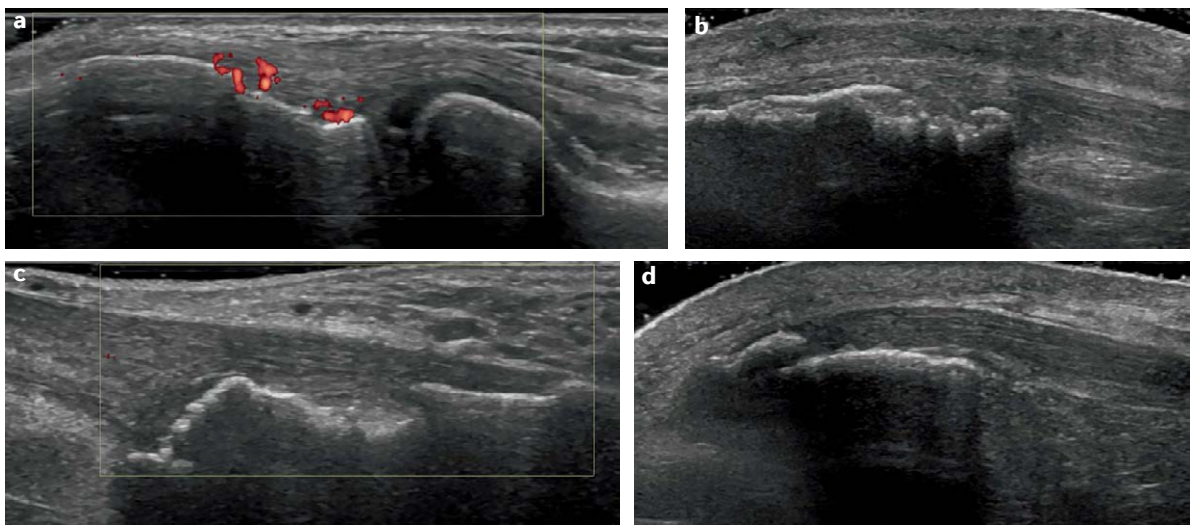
银屑病关节炎的高分辨肌骨超声。 a 一例 22 岁有症状、近期起病 (<12 个月) 银屑病关节炎 (PsA) 女性的肘部图像，在肱骨外上髁多普勒信号显示皮质不规则、低回声、附着点增厚。b 一例有 30 年 PsA 病史的 53 岁男子膝关节，显示左髌骨肌腱附着点低回声和侵蚀。c 一例有 30 年 PsA 病史的 53 岁男性（与图 b 相同）的右小腿影像，显示右跟腱低回声增厚伴侵蚀，但无能量多普勒信号。d 一例有 20 年 PsA 病史的 67 岁女性的膝关节影像，显示髌腱低回声增厚和附着点骨赘。所有图片由英国剑桥的 M. Sapsford 提供。
